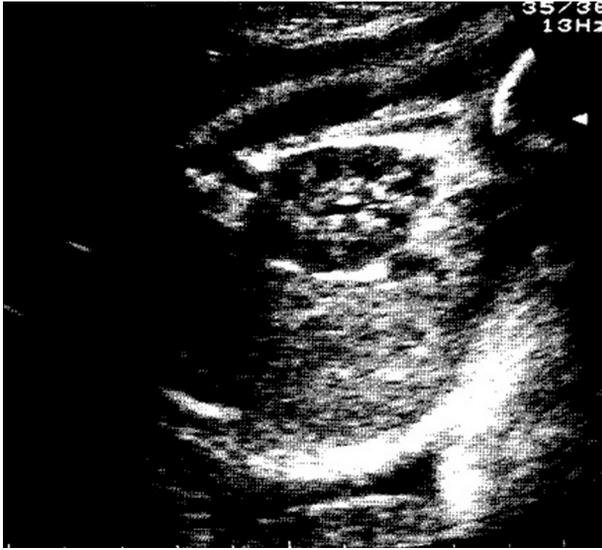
Ecografía de un feto de 22 semanas de gestación, demostrando un ecosonograma normal del riñón derecho, sin hidronefrosis.
